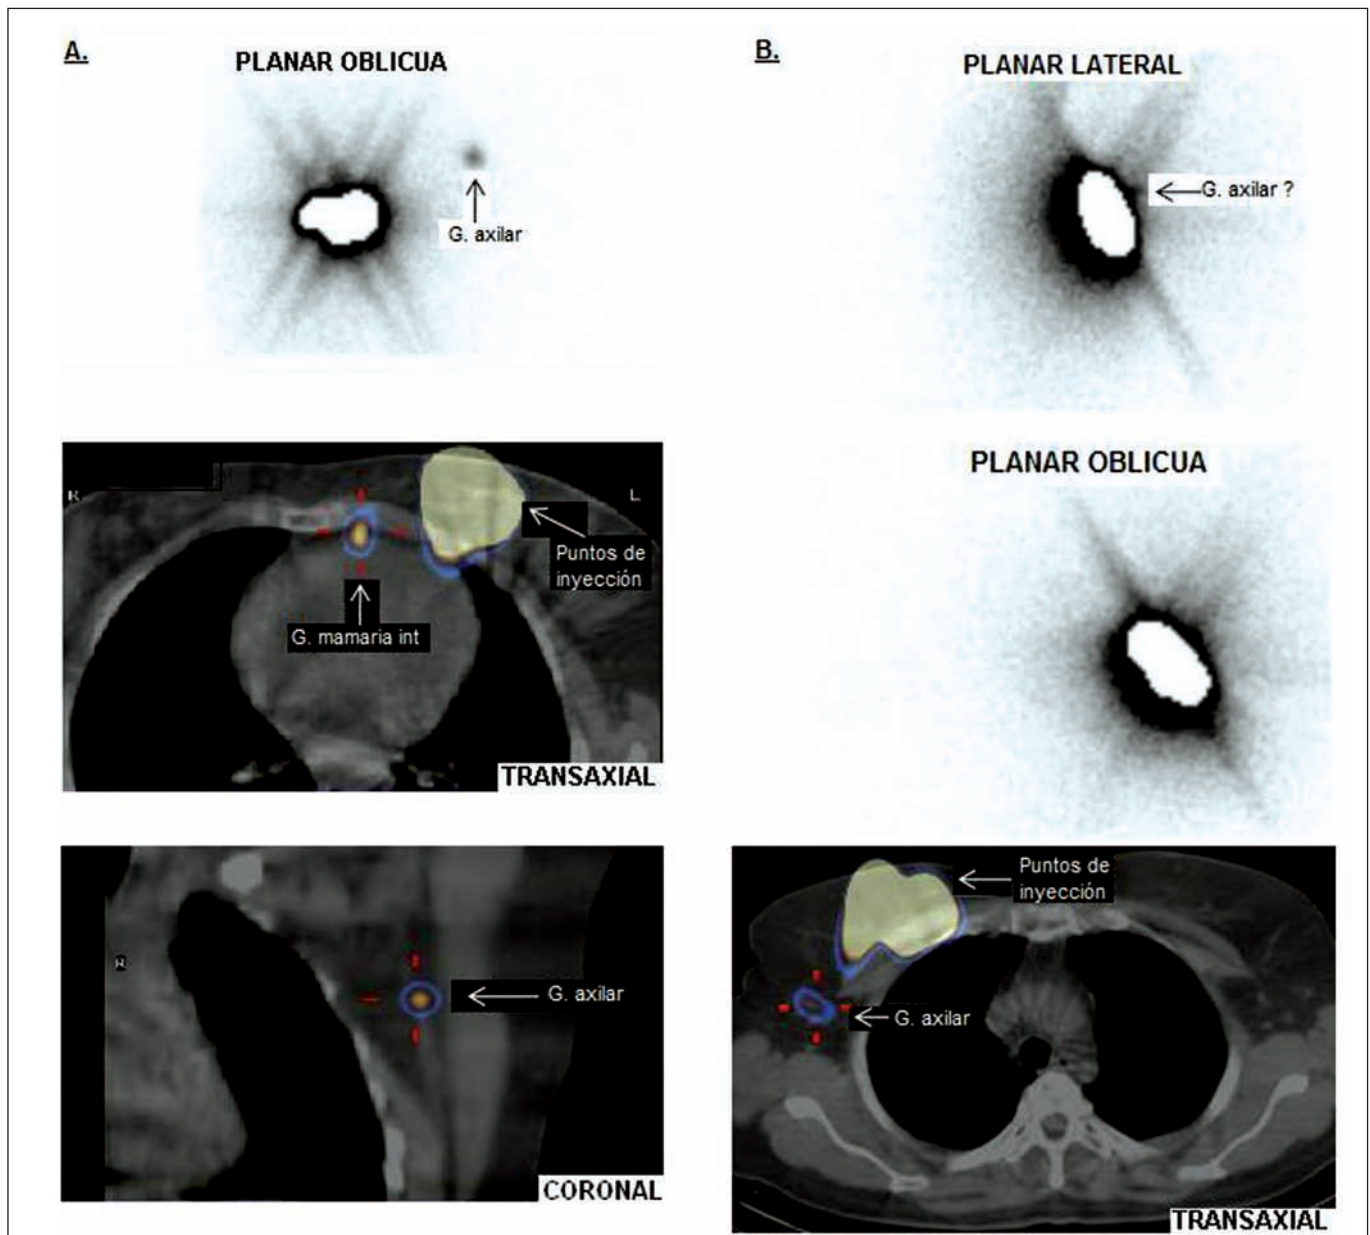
A. Mujer de 59 años con imágenes planares precoces donde se observa en región axilar izquierda un foco ganglionar activo. En 3<sup>er</sup> espacio intercostal paraesternal izquierdo se localiza otro foco ganglionar también activo en región mamaria interna observado en la proyección transaxial de la SPECT/CT. Así mismo, en las imágenes tomográficas se visualiza el foco axilar ya observado previamente en el corte coronal. B. Paciente de 63 años con linfogammagrafía convencional de difícil interpretación dado por la duda de un posible ganglio axilar derecho, a pesar de realizar múltiples proyecciones. Por la técnica del SPECT/CT se evidencia una clara separación entre el sitio de inyección mamario y el foco ganglionar captante, evitando el fenómeno shine through, donde por interferencia de la actividad del punto de inyección, puede no visualizarse algunos GC cercanos a este.
